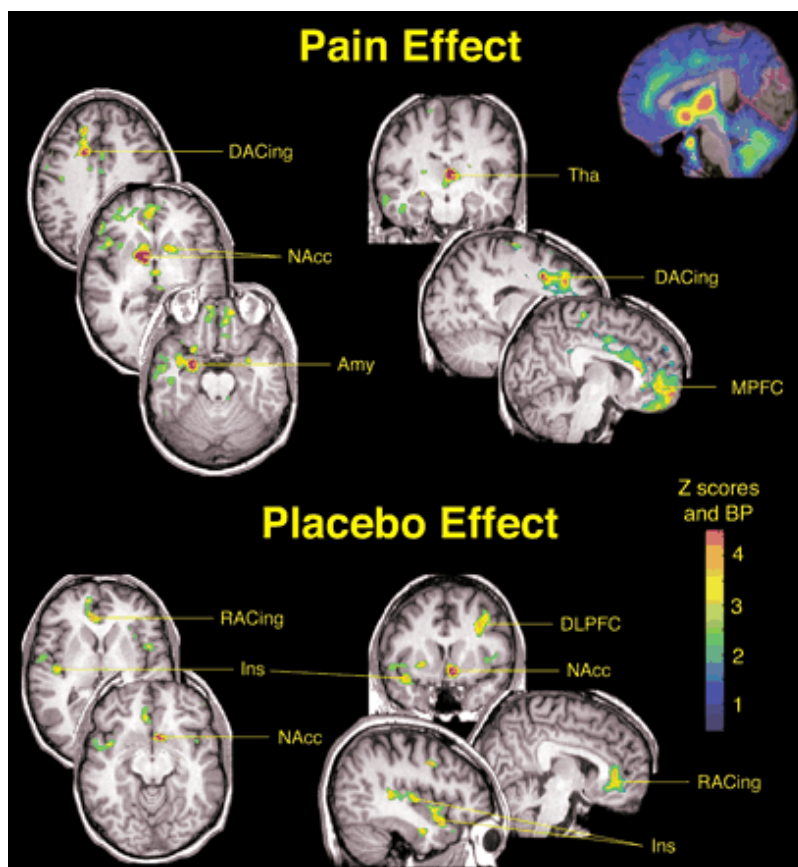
Imagem por Ressonância Magnética da dor sustentada e com o efeito placebo
